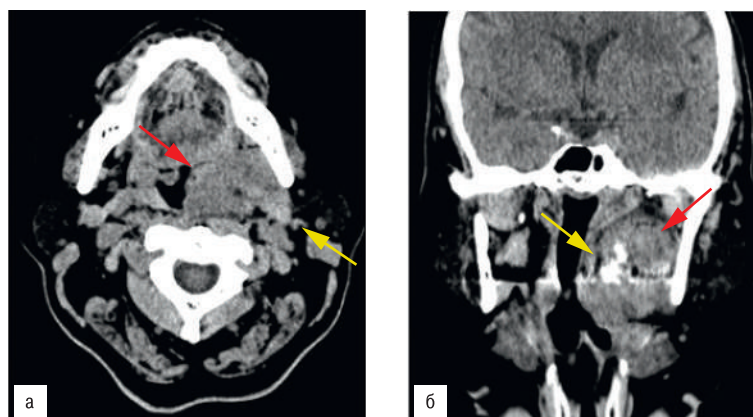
Пациентка Р., 59 лет. МСКТ орофарингеальной области с контрастированием, аксиальная проекция (а) и корональная реконструкция (б).
